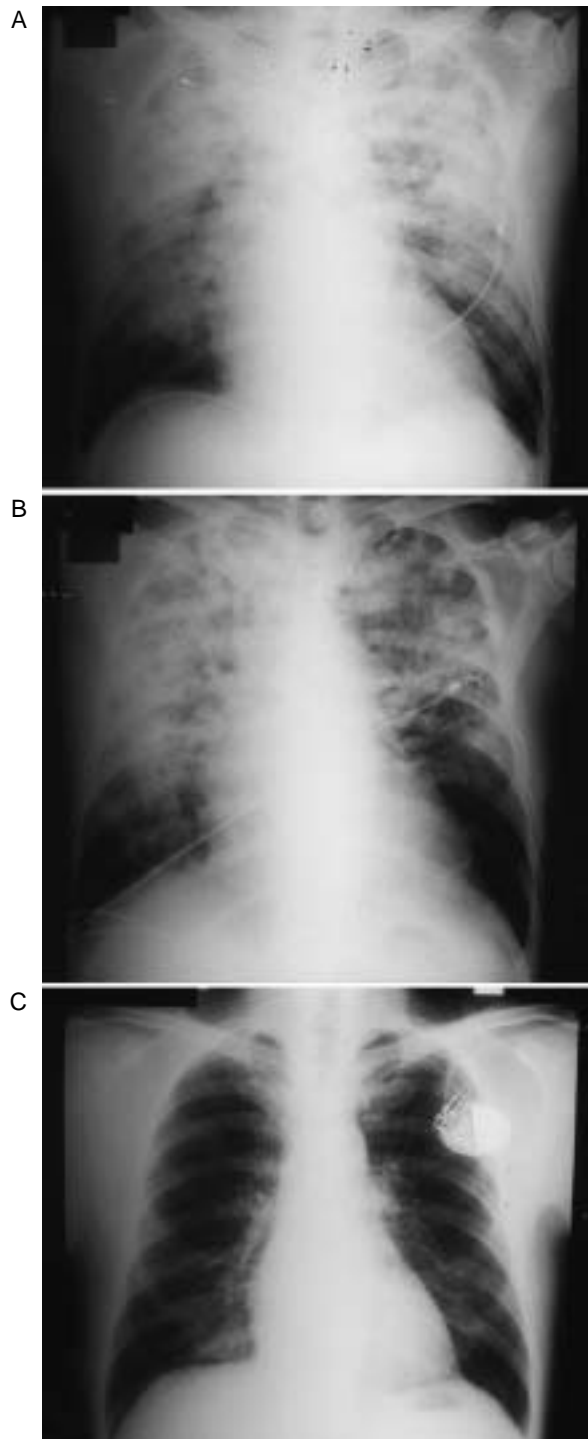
Chest roentgenograms on admission(A) before the surgery(B) and after the surgery(C)
